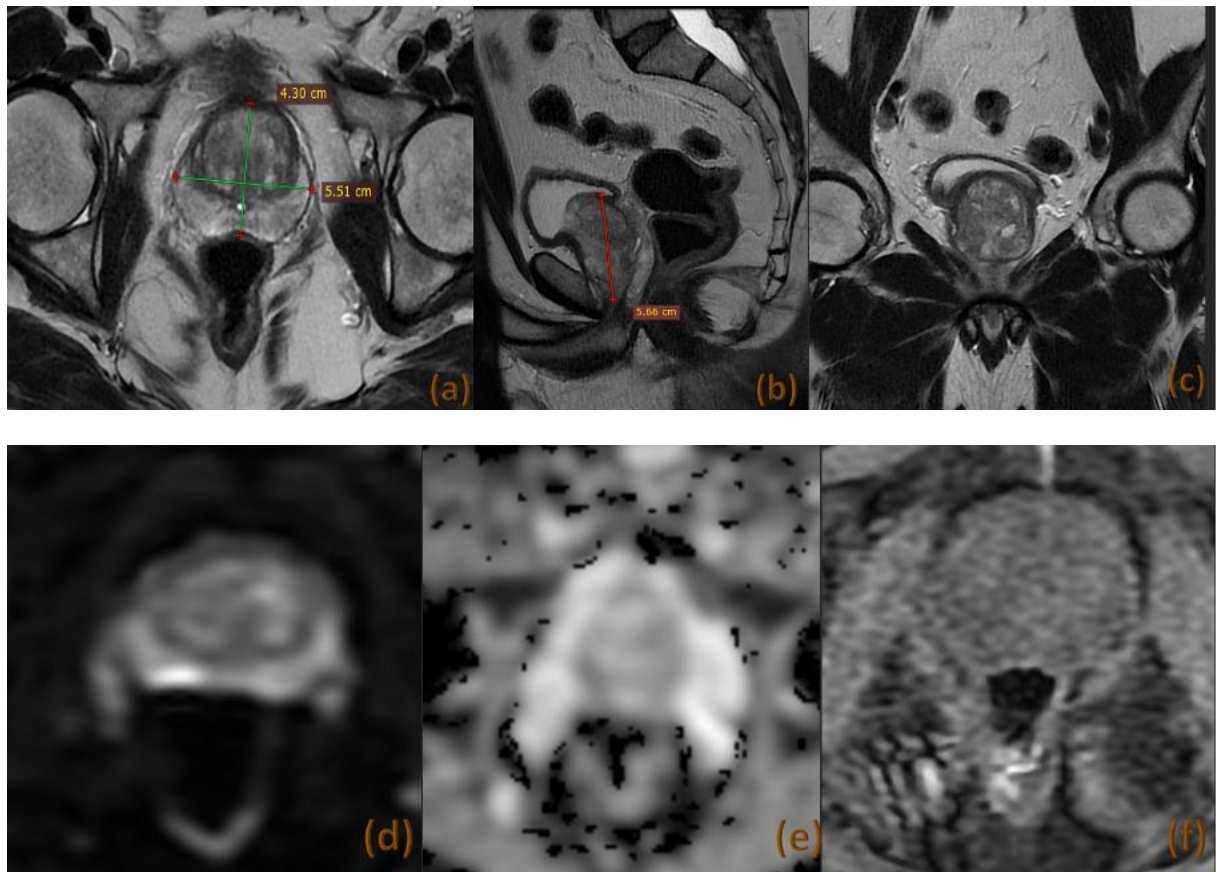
IRM prostatique multiparamétrique comprenant des séquences T2 pondérées axiale (a) et sagittale (b), et coronale (c), une séquence de diffusion (d) avec cartographie ADC (e), et une séquence T1 axiale dynamique après injection de gadolinium (f) montrant un volume prostatique initial estimé à 83 cm³.
